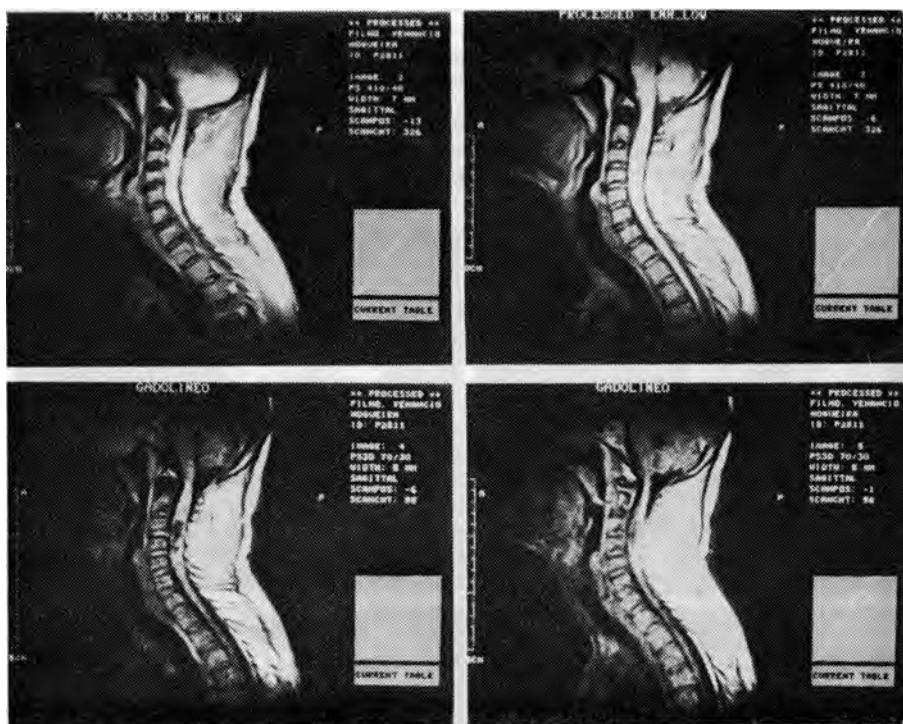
Caso 2, VNF. Ressonância nuclear magnética (explicação no texto).
